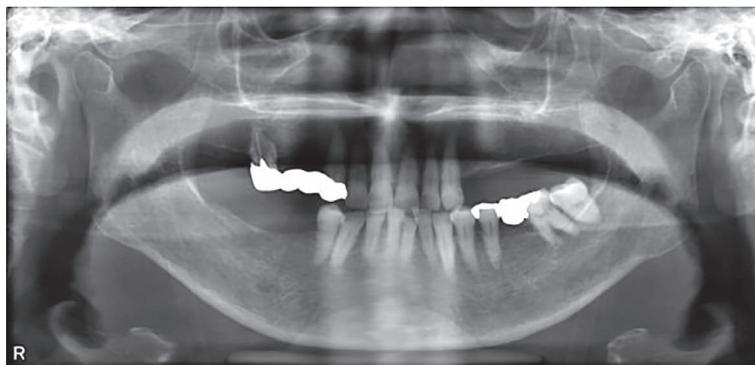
パノラマX線検査(2021年7月, 初診時)
